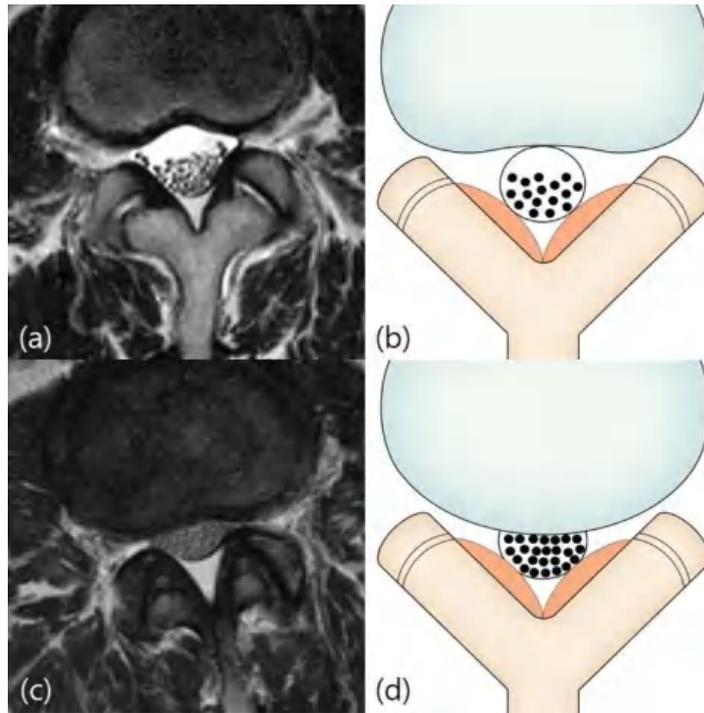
Klasifikasi Schizas. Grade B (stenosis sedang). Gambar a dan b: Pria 59 tahun dengan nyeri pada keduanya bokong dan kedua ekstremitas bawah. MRI potongan aksial berbobot T2 pada tingkat disk L2/3 menunjukkan rootlet menempati seluruh kantung dural, tetapi rootlet masih dapat diindividualisasikan. (Yeon et al, 2020)
